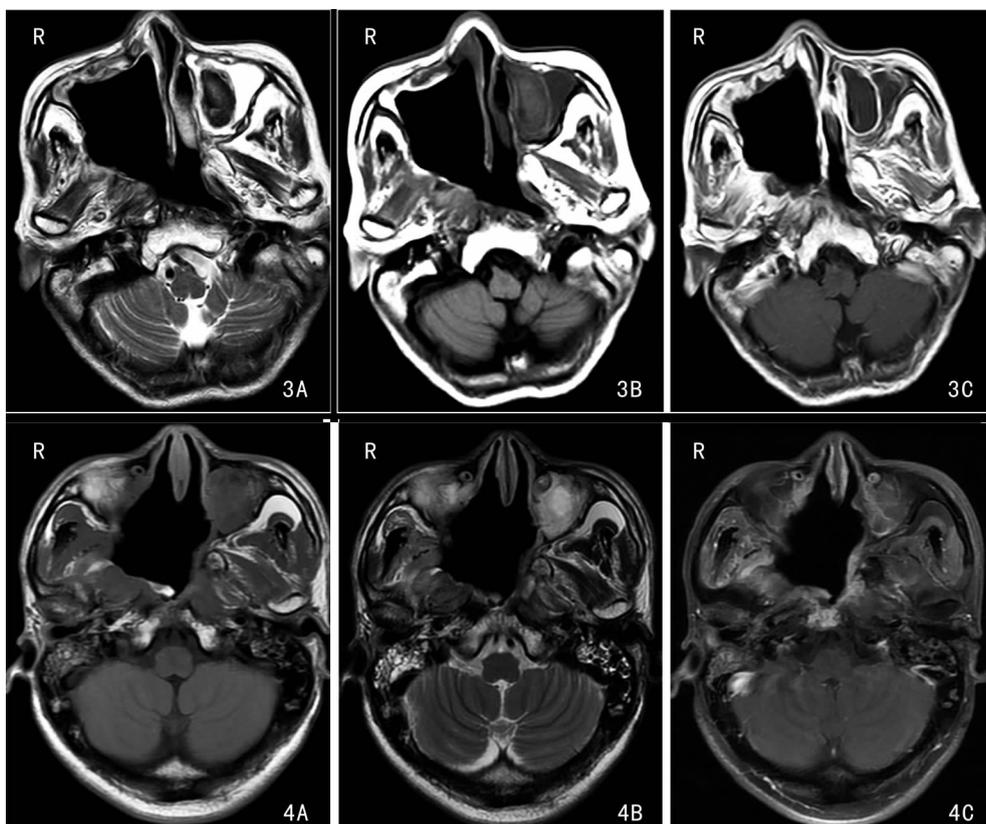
病例2肿瘤被完整切除术后MRI 3A:轴位T1WI;3B:轴位T2WI;3C:轴位T1WI增强 图4 病例5肿瘤被完整切除术后MRI 4A:轴位T1WI;4B:轴位T2WI;4C:轴位T1WI增强
